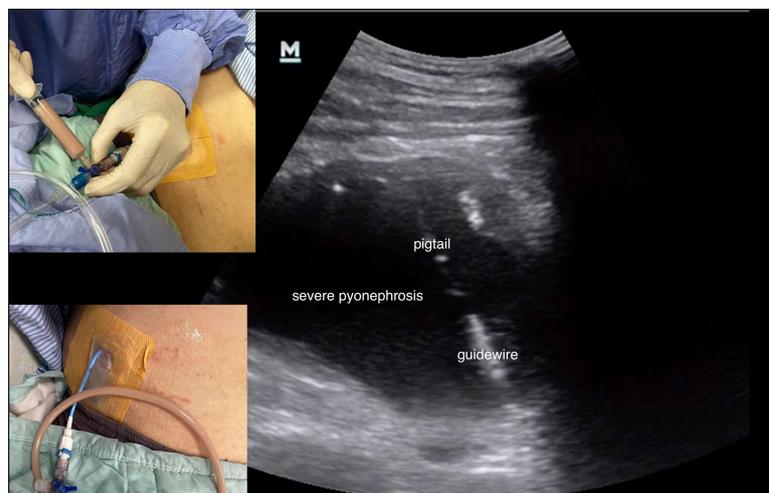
超音波導引進行經皮腎造口引流術 (PCN)。
